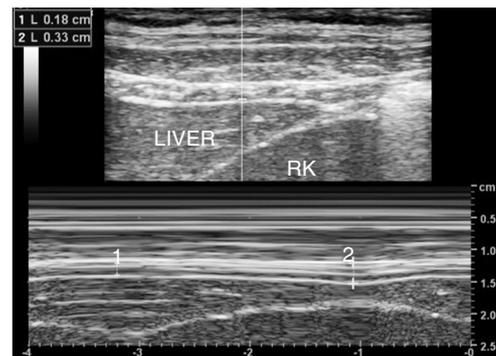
右肋缘下 M型超声测量随呼吸膈肌厚度变化
